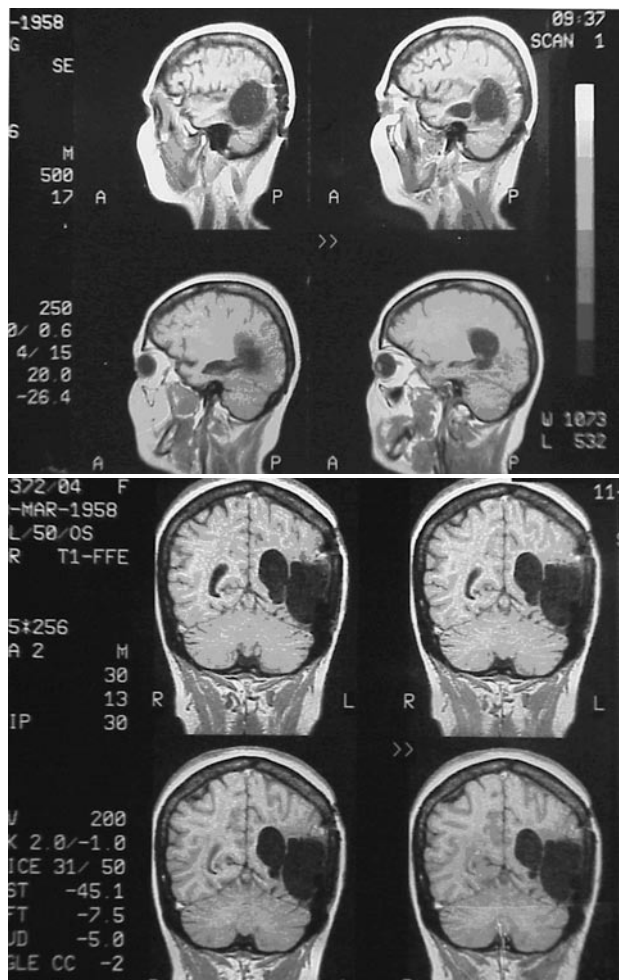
МР-томография после окончания курса химиотерапии Темодалом
